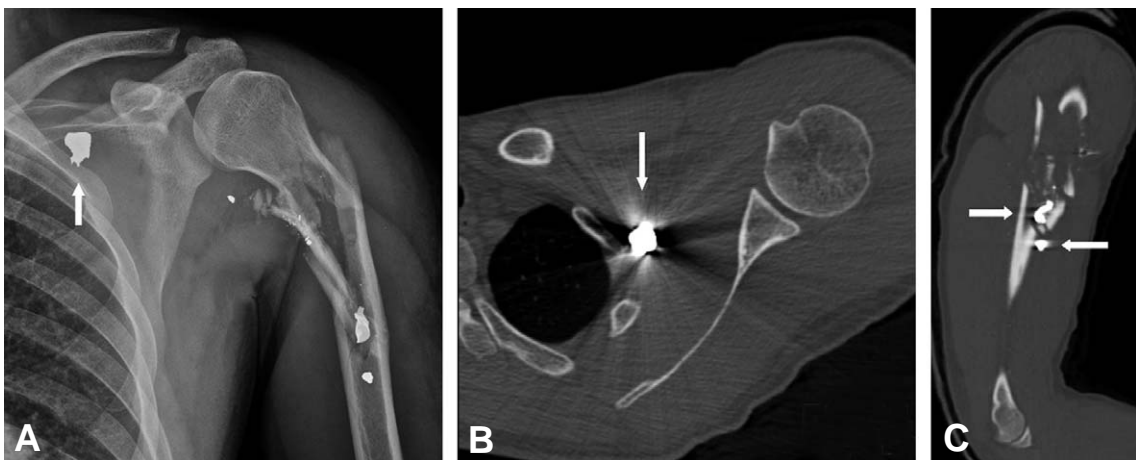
A 28-year-old man had a gunshot injury on the left proximal humerus. (A) Plain x-ray shows the comminuted fracture of proximal humerus and bullet fragments located near the rib cage (arrow) and humeral shaft. (B) The axial image of computed tomography shows bullet located outside of thoracic cavity. (C) The sagittal image of computed tomography scan shows the location of bullet fragments in the comminuted fracture.
